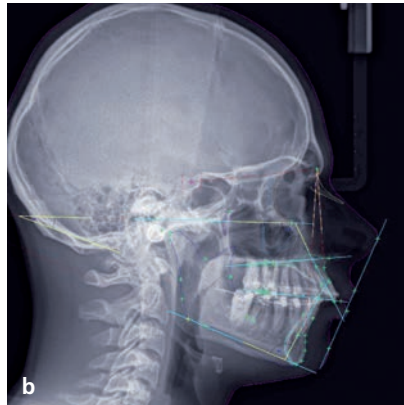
Téléradiographies de profil : comparaison entre l'image de début de traitement et l'image de mai 2016 (après 5 mois de traction sur l'ancrage par fil dans la branche montante mandibulaire).
